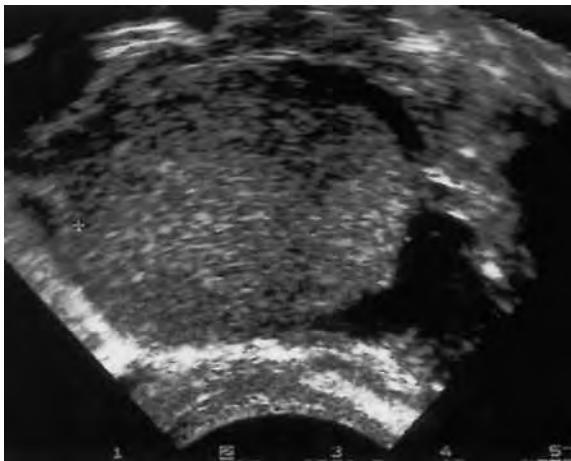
Aspect échographique d'une endométriose de l'ovaire.
